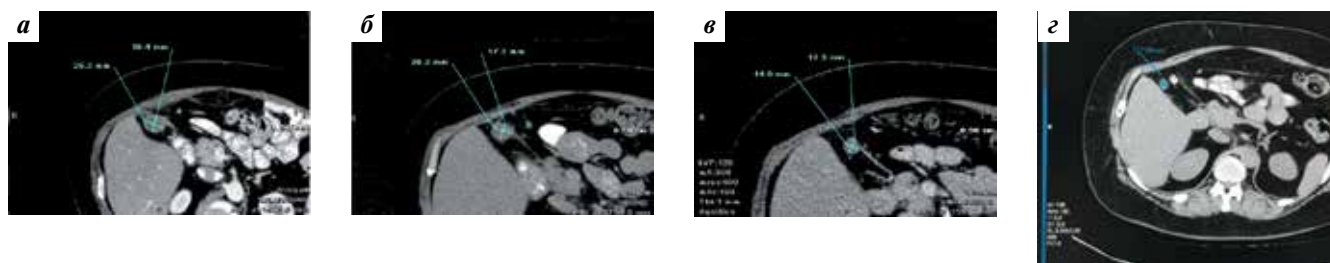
Результаты компьютерной томографии: а — до анти-PD-1 терапии; б — после 3 курсов иммунотерапии; в — после 6-го курса иммунотерапии; г — спустя 10 мес после окончания лечения
